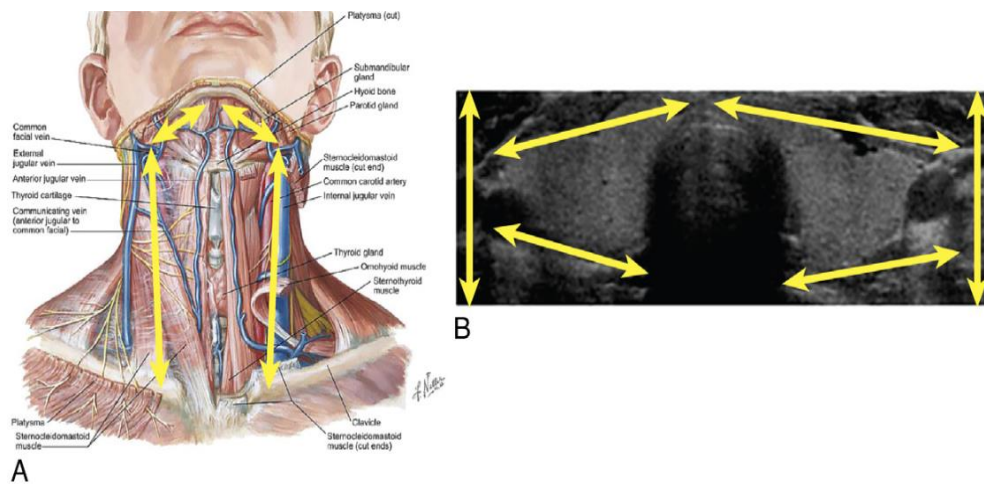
Délimitation de la zone de recherche échographique des parathyroïdes pathologiques (en haut : la mandibule ; en bas : aussi bas que possible échographiquement ; en arrière : le muscle long du cou ; en avant : le plan musculaire antérieur ; latéralement : le bord externe de l'axe carotidien. [5]
